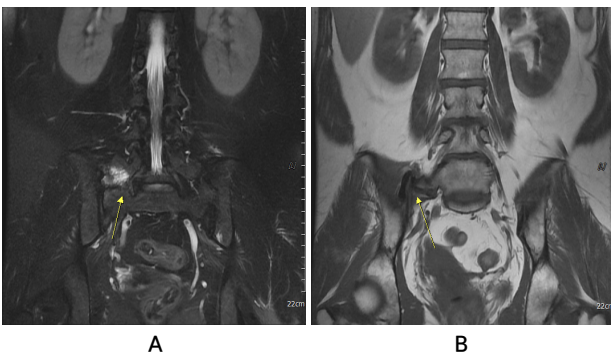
Bone marrow edema (BME) with type IIa lumbosacral transitional vertebra (LSTV) - coronal T2-weighted fat suppression magnetic resonance imaging (A), coronal T1-weighted magnetic resonance imaging (B) of L-spine (September 28, 2021).
